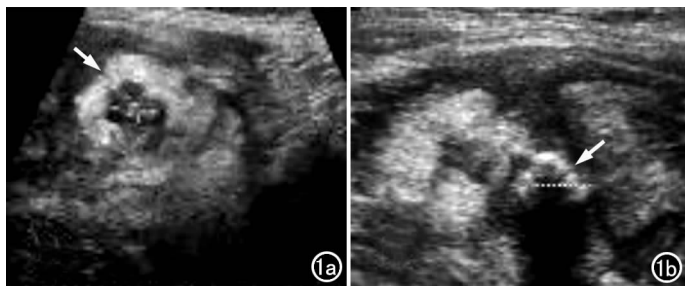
a、b) 直结肠脂垂炎的超声检查,显示邻近结肠的强回声团块(箭)。
